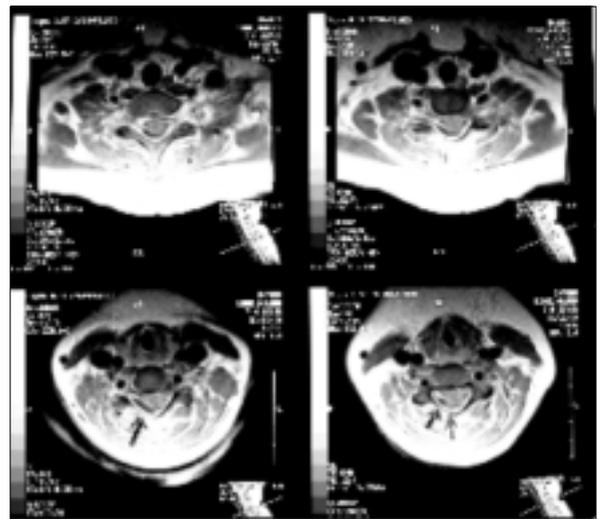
Resonancia nuclear magnética de columna cervico-dorso-lumbar.
